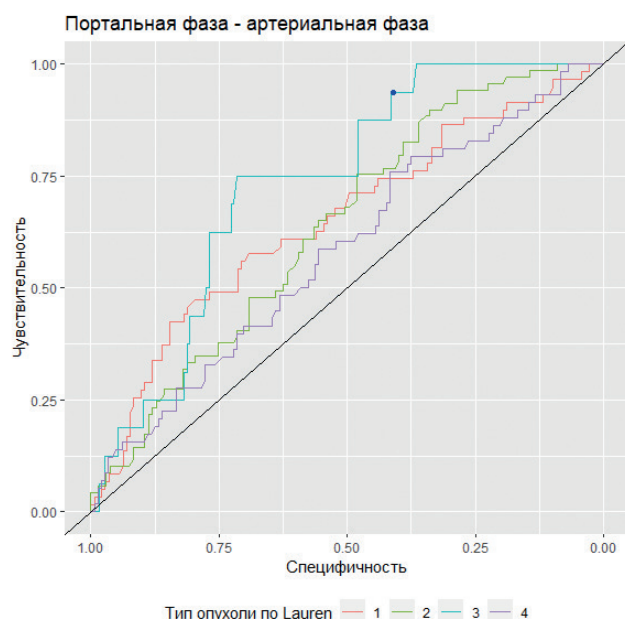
Плотность опухоли при различных типах РЖ по КТ-ПГГ и по Lauren. Lauren 1 — кишечный тип, Lauren 2 — диффузный тип, Lauren 3 — смешанный тип, Lauren 4 — неопределенный тип.
